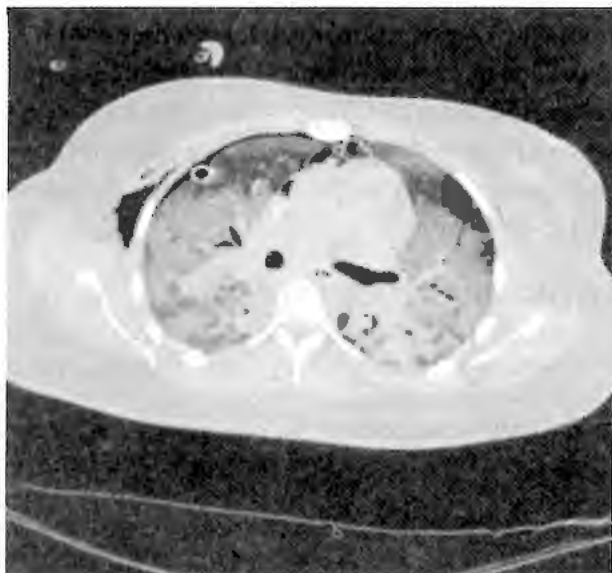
Tomografia da mesma paciente com infiltrado com vidro fosco, consolidação e áreas de parênquima normal. Pode-se perceber dreno de tórax utilizado por pneumotórax que ocorreu durante ventilação mecânica.
